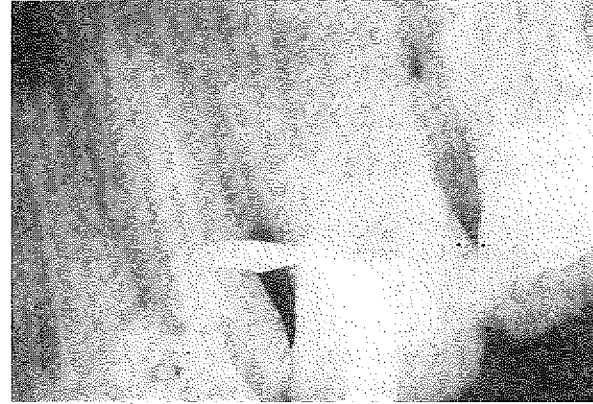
Tek kök kanalı bulunan 5 no'lu bir dişin kanal dolgulı radyografisi.*
